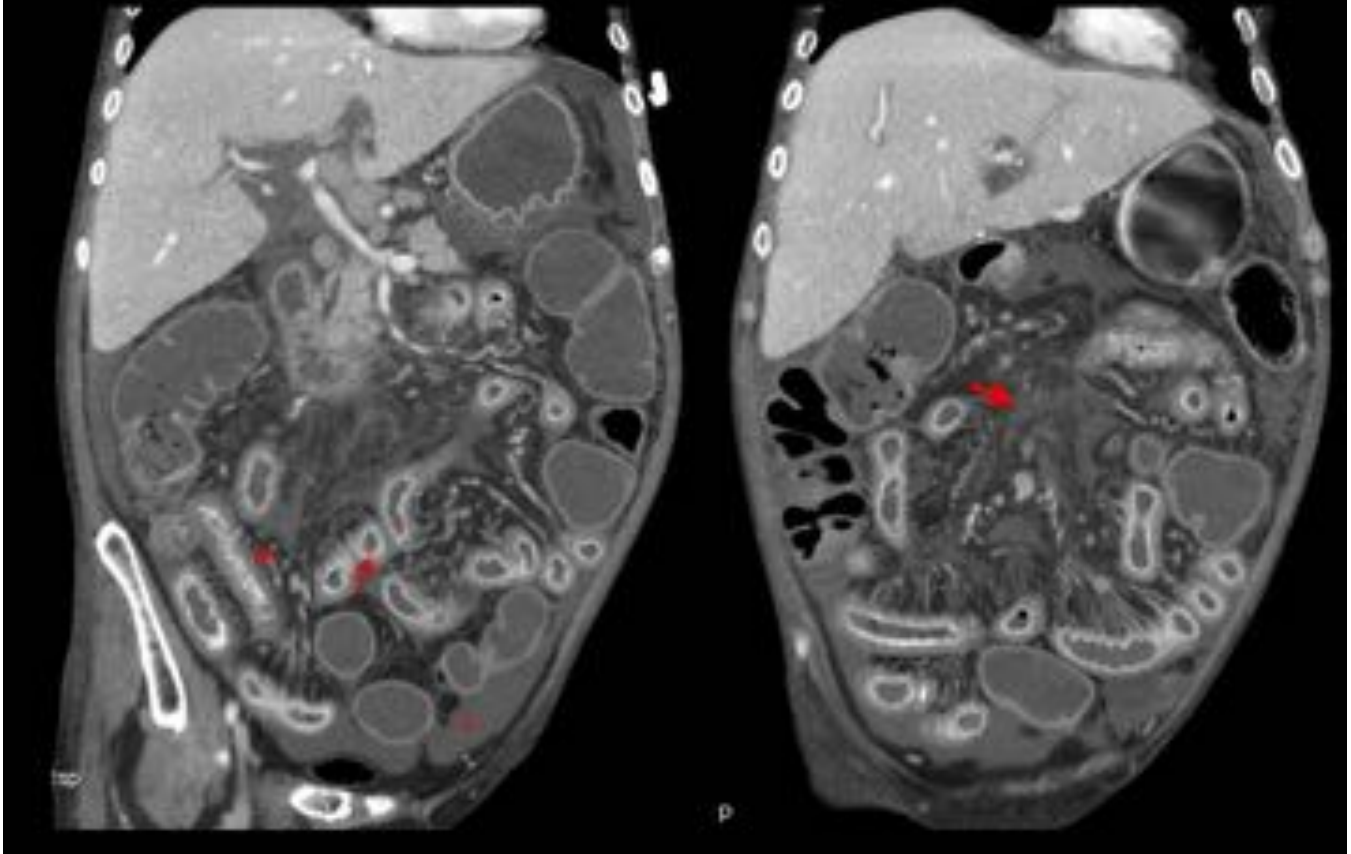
Hallazgos característicos de EICH. Reconstrucciones coronales de TC en fase venosa con edema parietal (cabeza de flecha), realce mucoso (flecha fina), edema mesentérico (flecha gruesa), ascitis (asterisco).
